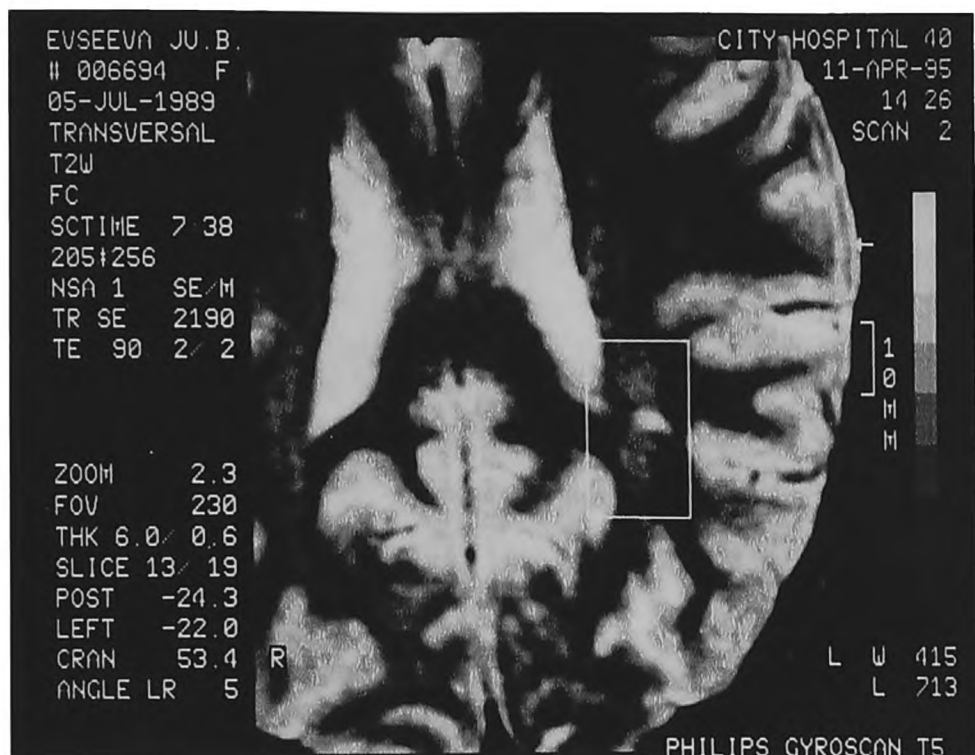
Результаты МРТ б-ной Е., 5 лет: очаг демиелинизации в левой теменной доле. Признаки конвексительного арахноидита. Обследована через 9 мес. после КЭ.
